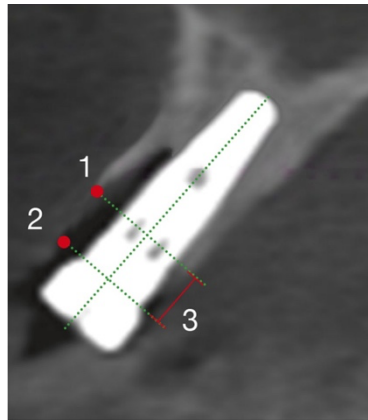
Imagen de tomografía computarizada. 1-Nivel óseo vestibular. 2- Nivel superior del implante. 3- Longitud del defecto óseo en sentido vertical.(18)
